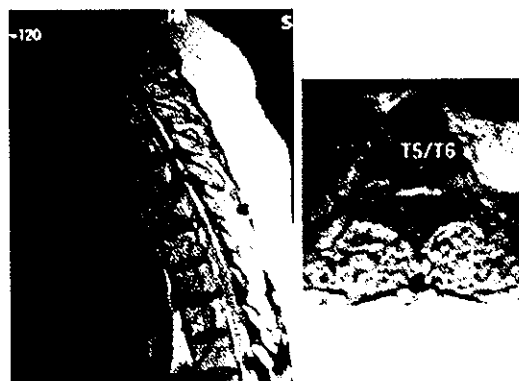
MRI では Th5/Th6 を中心に OPLL と OYL による圧迫を認める。
